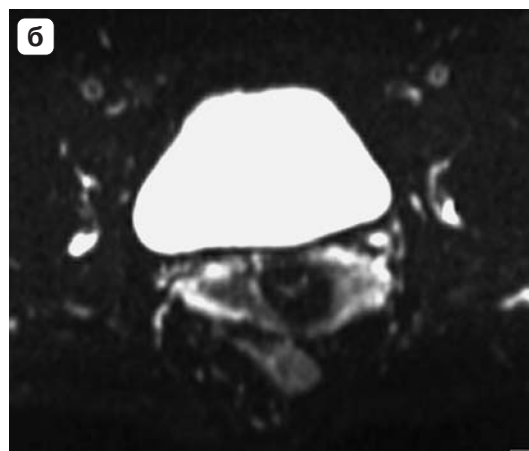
МРТ-анатомия шейки матки на Т2ВИ (а), ДВИ при $b = 0 \text{ с/см}^2$ (б) и картах ИКД (в) у женщины 56 лет. Внутренняя гипоинтенсивная строма шейки имеет неравномерную толщину, но сохраняет округлую форму. Наружная строма на Т2ВИ практически не дифференцируется, поскольку имеет высокий сигнал, аналогичный сигналу параметриев. На ДВИ и карте ИКД наружный слой стромы, напротив, хорошо прослеживается как участок промежуточной интенсивности сигнала треугольной формы. Латеральнее расположена полоска более высокого сигнала, соответствующая параметриям.
